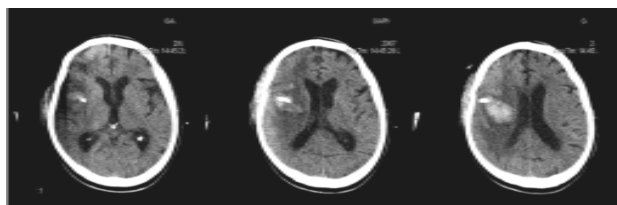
КТ – изображения головного мозга больного после эндоскопически-ассистированного удаления МИГ в правой височной доле мозга.
